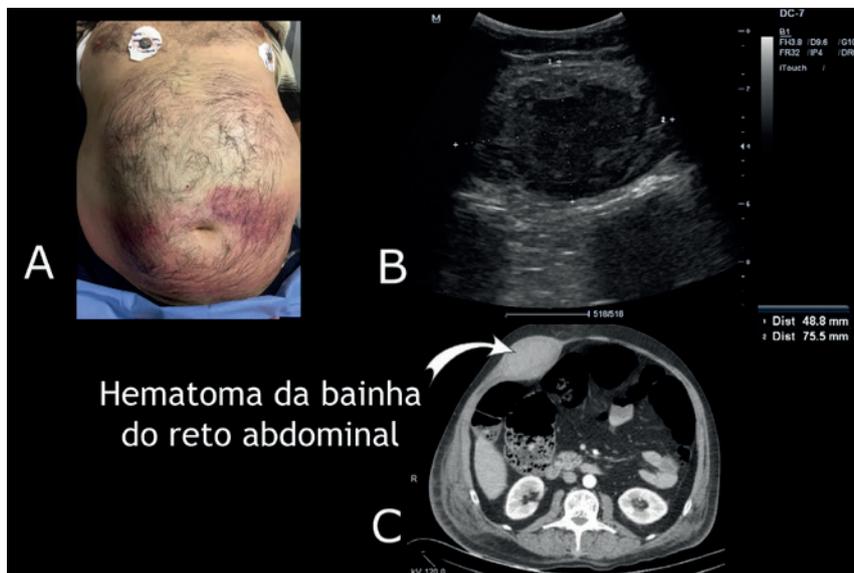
Achado do exame físico, imagem de ultrassom e imagem de TC do paciente com hematoma da bainha do reto abdominal
